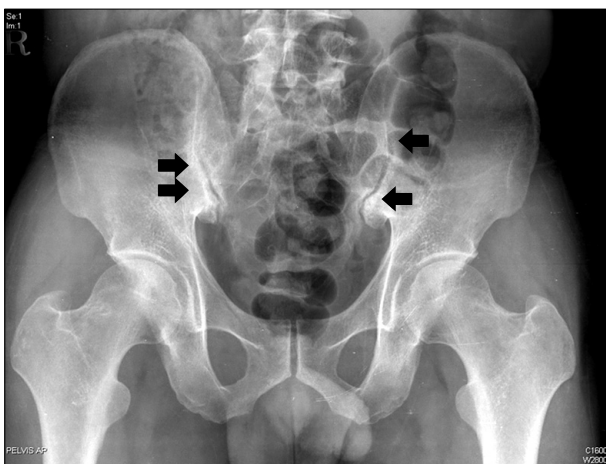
Pelvis AP X-ray shows mild sclerotic changes and erosions along the bilateral SI joints (arrow).
